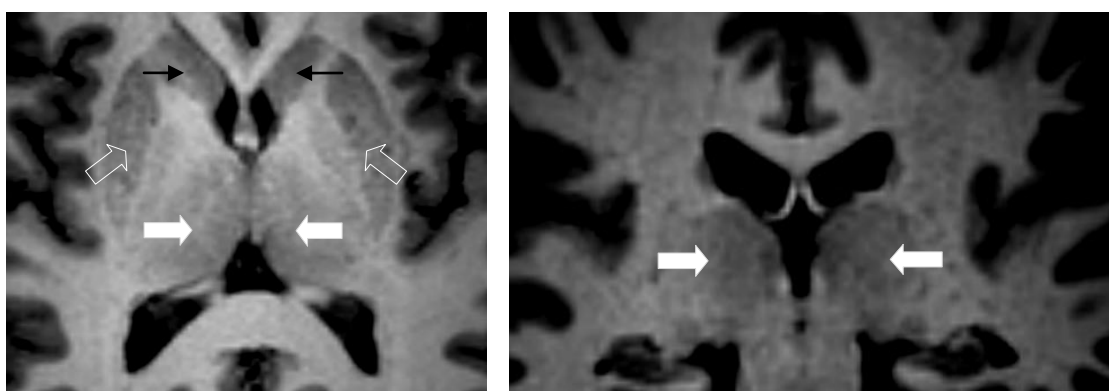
Imágenes de RM, secuencia 3D FSPGR, en planos axial y coronal. Se observan ambos tálamos (flechas blancas) como masas de sustancia gris, voluminosas, discretamente heterogéneas. Se pueden apreciar además en la figura de la izquierda ambos núcleos lenticulares (flechas blancas huecas) y la porción cefálica de de ambos núcleos caudados ( flechas negras simples).
